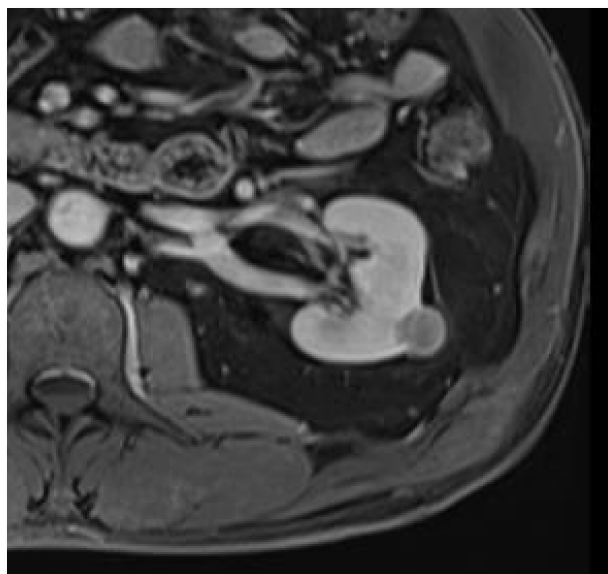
Tumor renal quístico izq. visualizado en resonancia magnética (T2).
